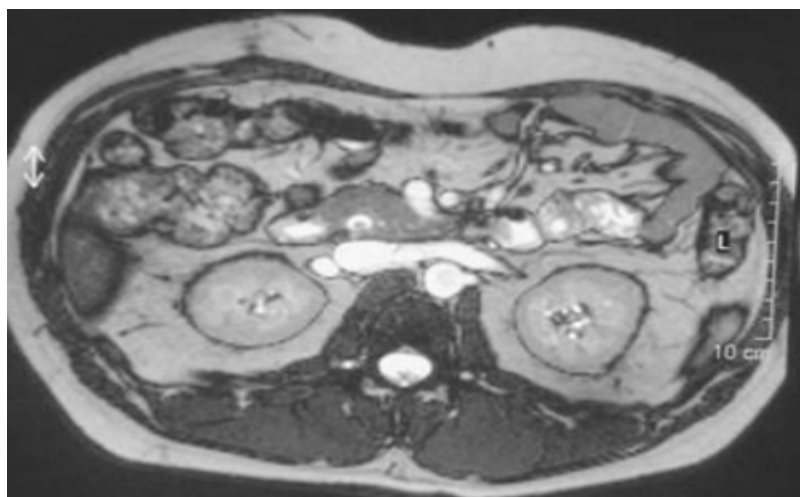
IRM de l'abdomen (coupe axiale fine en pondération T2) montrant un calcul de la voie biliaire principale
